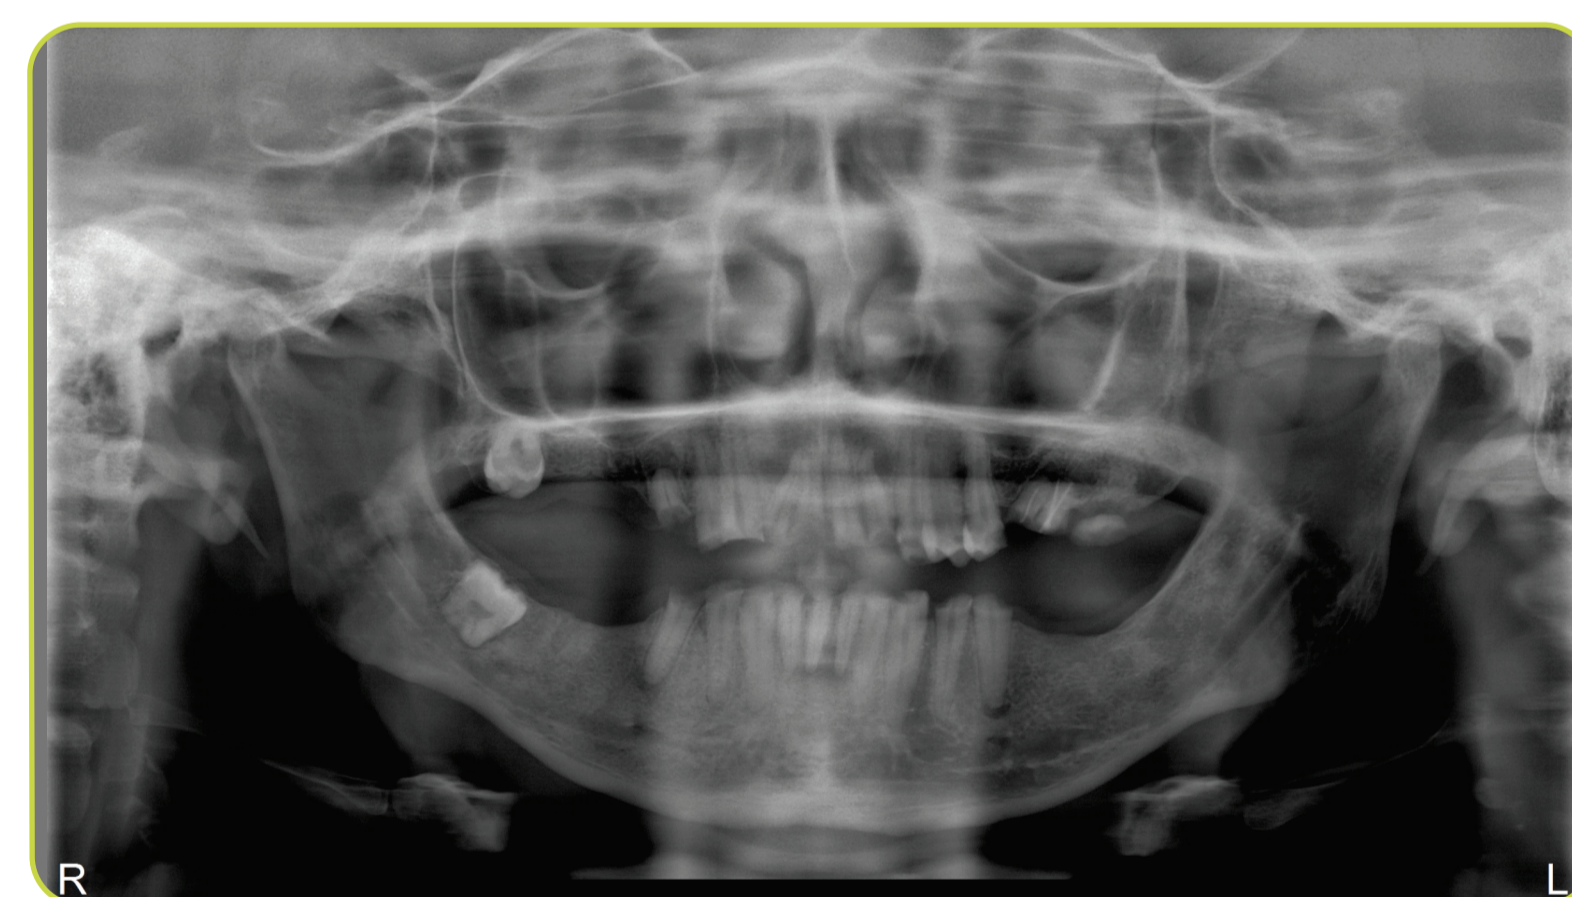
Radiografia panorâmica do paciente feita em abril de 2019.
